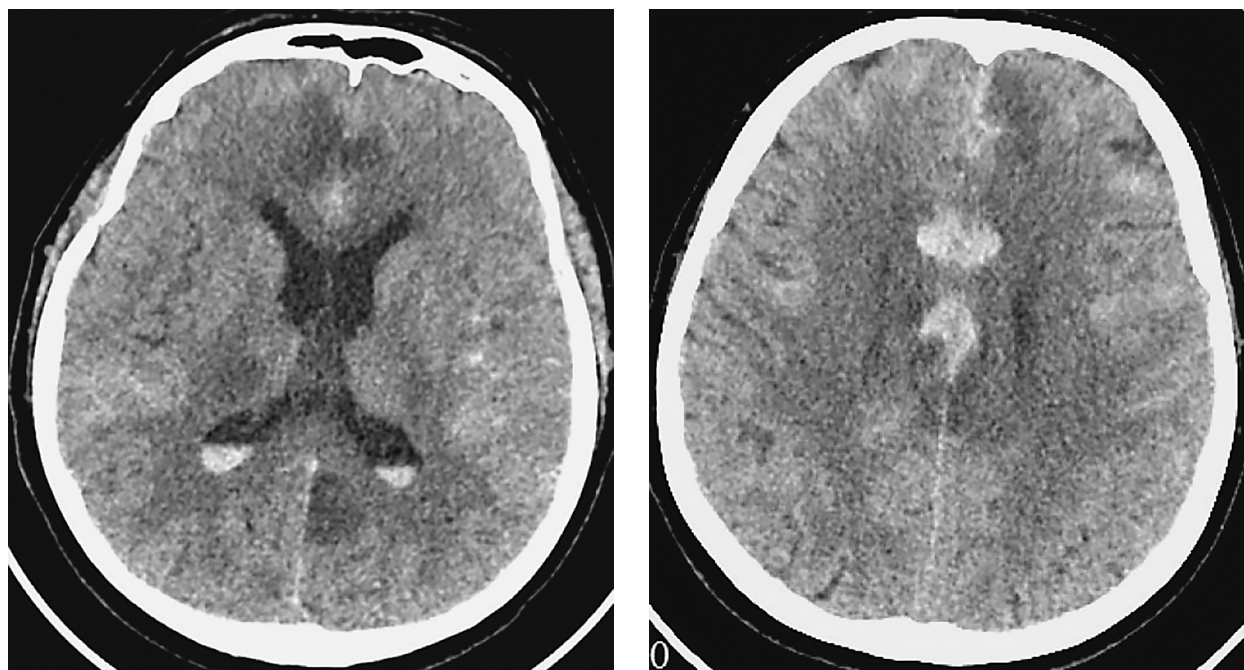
КТ головного мозга через 2 дня после операции. Видны участки ишемии в обеих гемисферах мозга
